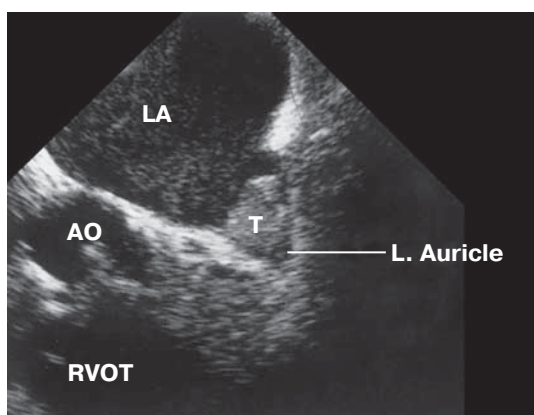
Ультразвуковое изображение при чреспищеводном эхокардиографическом исследовании полости левого предсердия, в ушке которого располагается гиперэхогенный тромб. LA – левое предсердие; AO – аорта; L. AURICLE – ушко левого предсердия; RVOT – выводной отдел правого желудочка; T – тромб (приведено по Hammer J.P.M. [30]).
